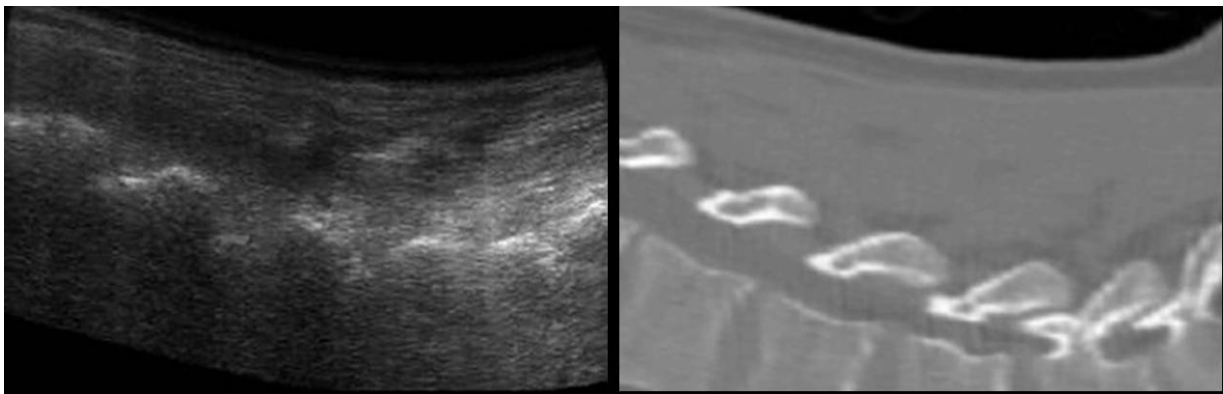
Sagittales Ultraschallschichtbild der Lendenwirbelsäule (links, es bilden sich die Laminarbögen ab). Rechts ist die korrespondierende Schicht im CT dargestellt.
